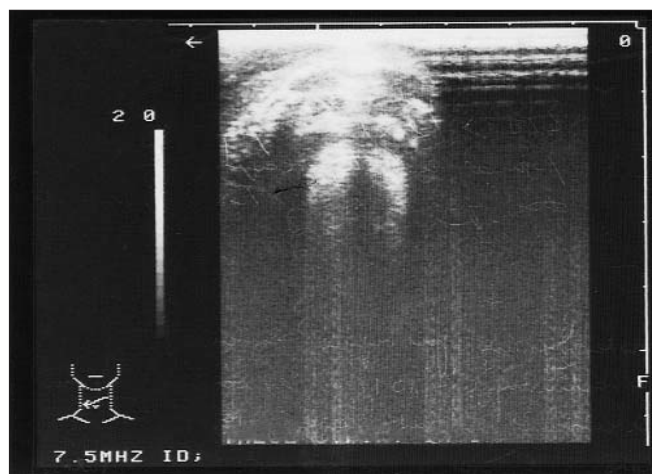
Ecografie tiroidiană: zone hiperecogene cu halou în jur la nivelul lobului glandular drept mărit de volum
